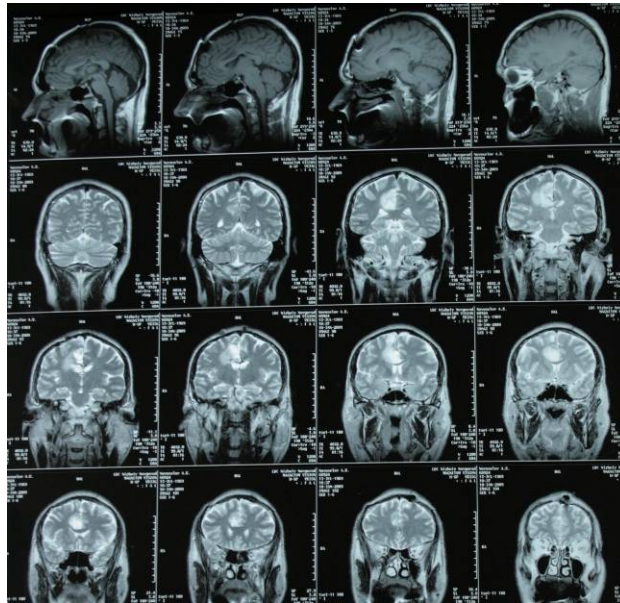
МРТ от 10.01.2009 г. Продолженный рост опухоли в медиальных отделах лобной и теменной долей справа. По сравнению с предыдущей МРТ- без ухудшения
